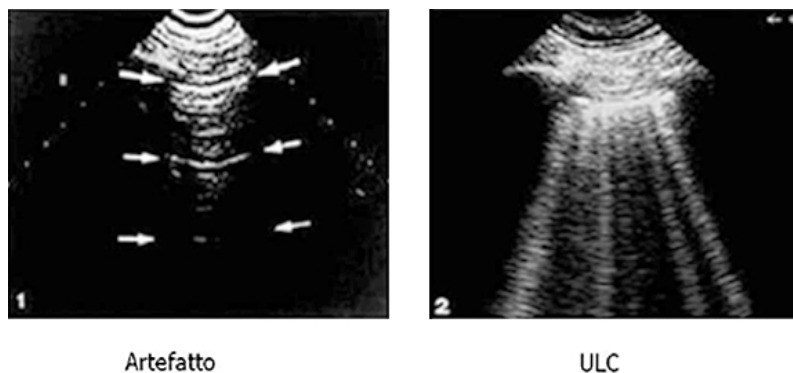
Confronto tra la normale immagine ultrasonora di uno spazio intercostale (a sinistra), con artefatti orizzontali (freccie) ad origine dalla linea pleurica e le comete ultrasoniche polmonari (ULC) visualizzabili in un paziente affetto da scompenso cardiaco e dispnea (a destra). Le ULC appaiono come molteplici linee verticali, con aspetto a "coda di cometa".
